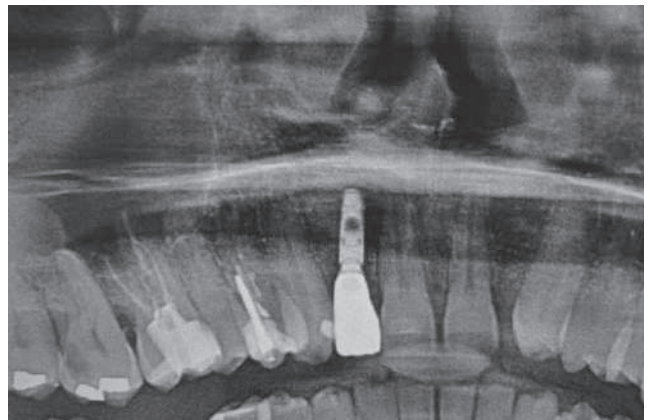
Ortopantomografia a 180 giorni
